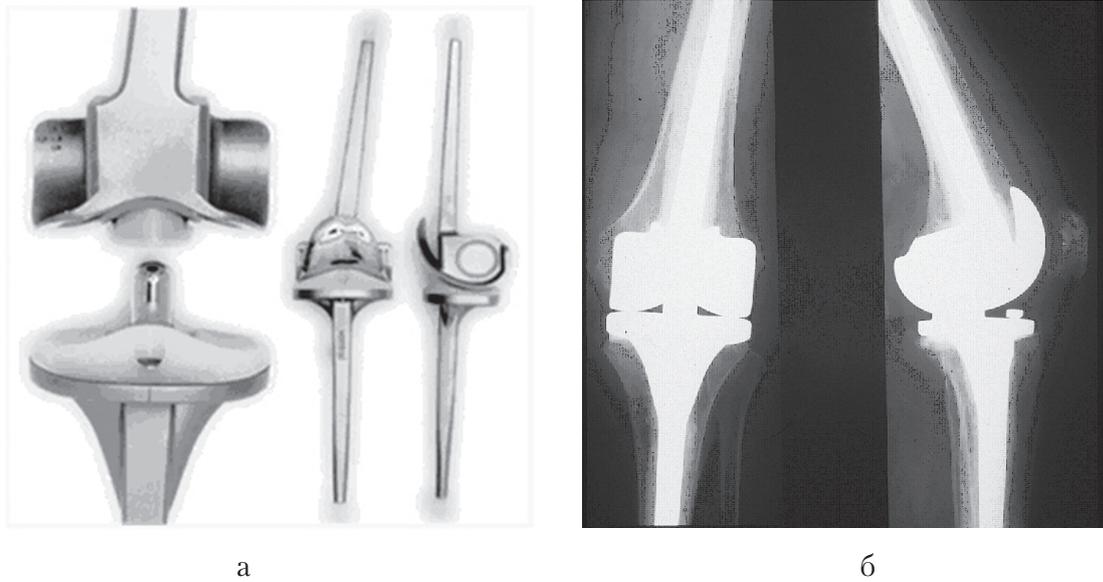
Шарнирный эндопротез «Endo model» (Waldemar Link): а – виды эндопротезов; б – рентгенограммы коленного сустава после установки эндопротеза.
